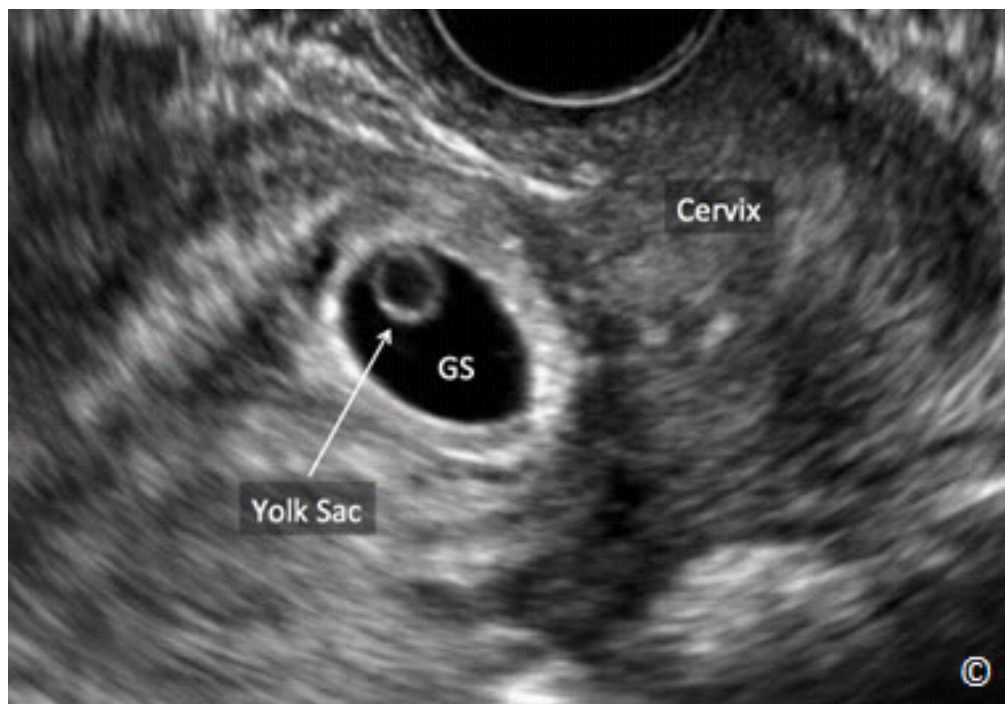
Ultrasonido transvaginal de un saco gestacional de un embarazo implantado en la cicatriz de la cesárea. Obsérvese que el saco gestacional (GS) está adherido en la sección de la cicatriz de la cesárea a nivel del orificio cervical interno (cérvix). El saco vitelino está etiquetado.
